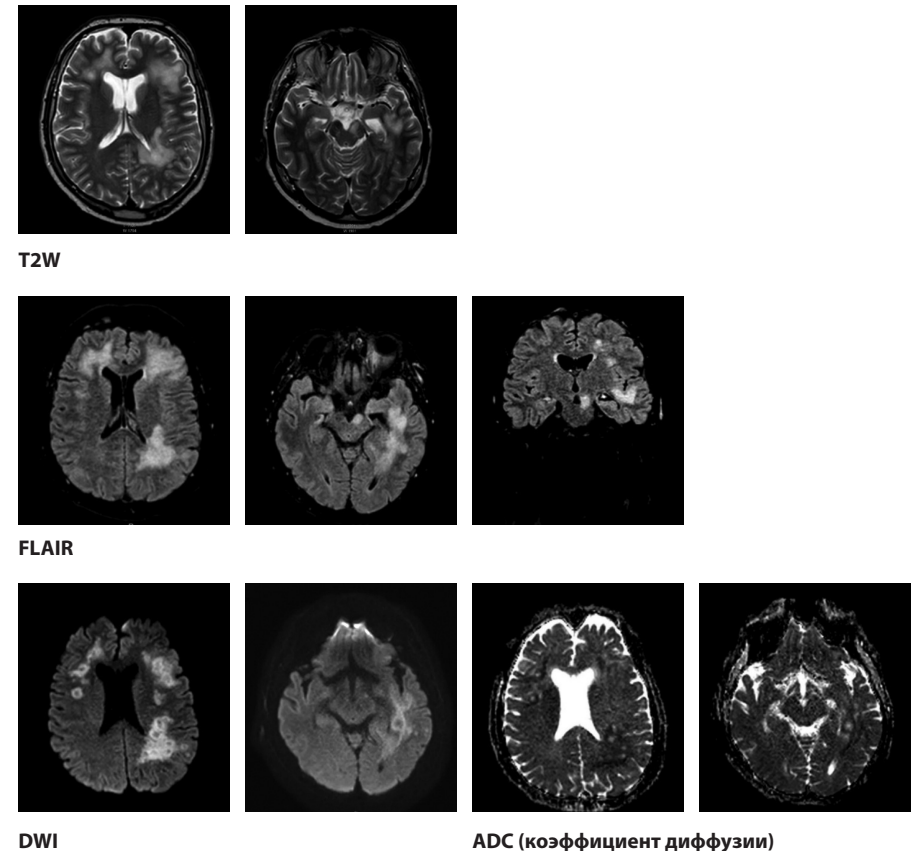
МРТ ГМ от 31.07.2023
